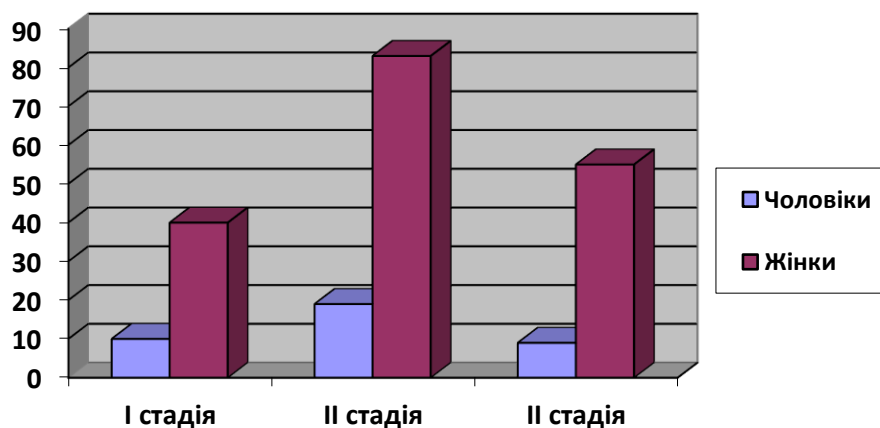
Розподіл хворих на ревматоїдний артрит згідно з рентгенологічною стадією.
